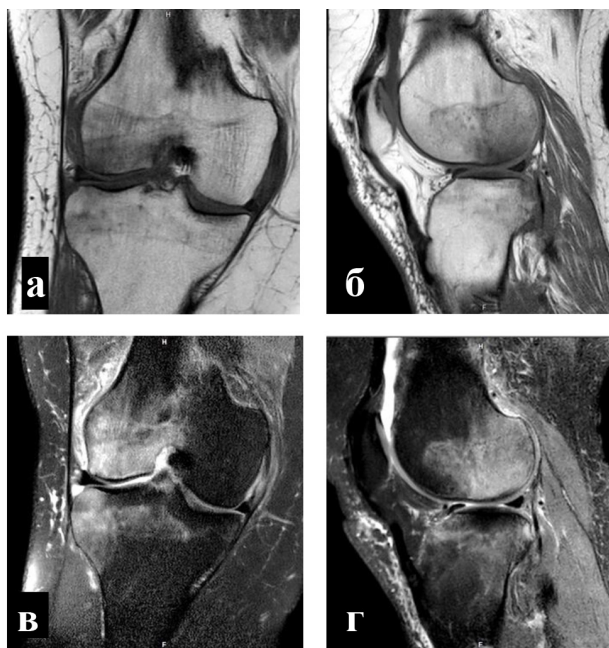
МРТ-картина трабекулярного отека костного мозга внутренних мыщелков бедренной и большеберцовой костей: а, б – T1-взвешенные изображения; в, г – T2-взвешенные изображения с подавлением жира
